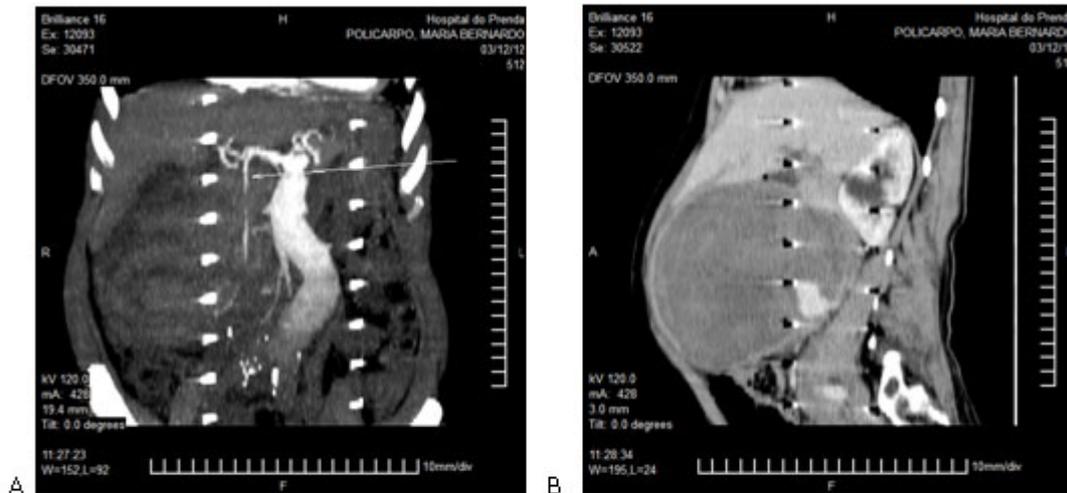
Reconstrucción coronal (A) y sagital (B) de Tomografía Computarizada Contrastada en la que se aprecia la presencia de un pseudoaneurisma que depende de una rama de la arteria hepática (pancreático duodenal).
